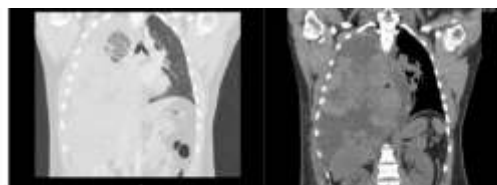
Tomografía axial computarizada de tórax corte coronal: imágenes nodulares mediastinales, con desplazamiento de la línea media. Mediastino desviado al lado izquierdo
